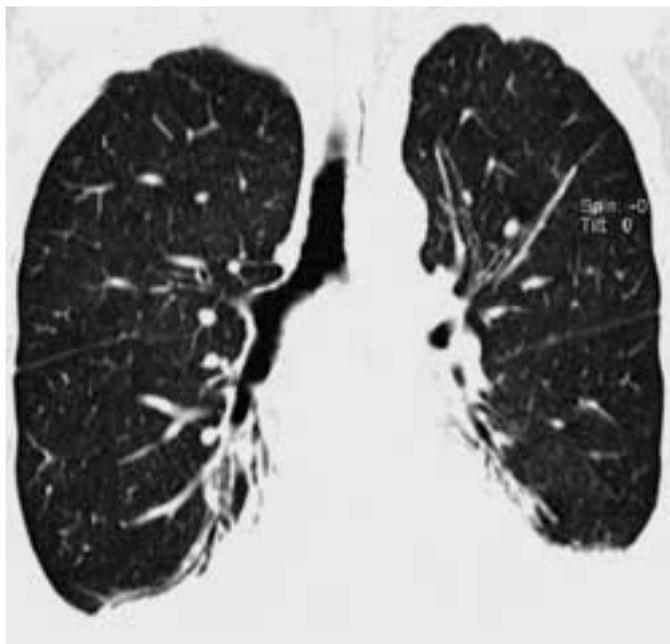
Koronale Rekonstruktion der CT-Bilder mit Bronchiectasien in beiden Unterlappen.
